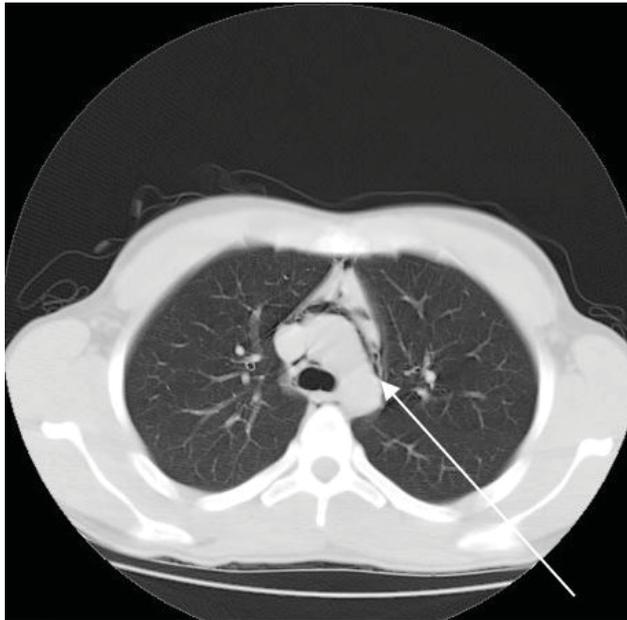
TAC torácico (Neumomediastino)
